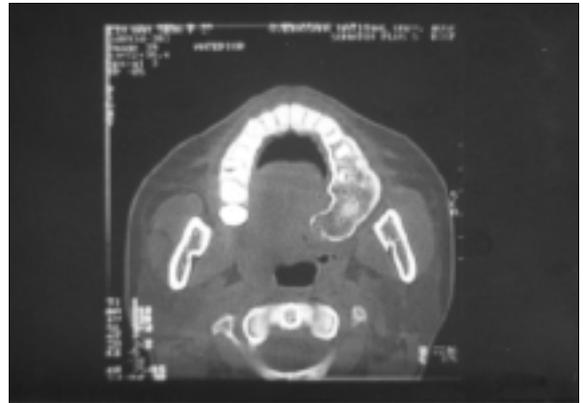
컴퓨터 단층 사진 소견으로서 종괴는 전체적으로 균일한 해면골 형태를 보이며 외측의 얇은 피질골에 의해 경계지워져 있다.
